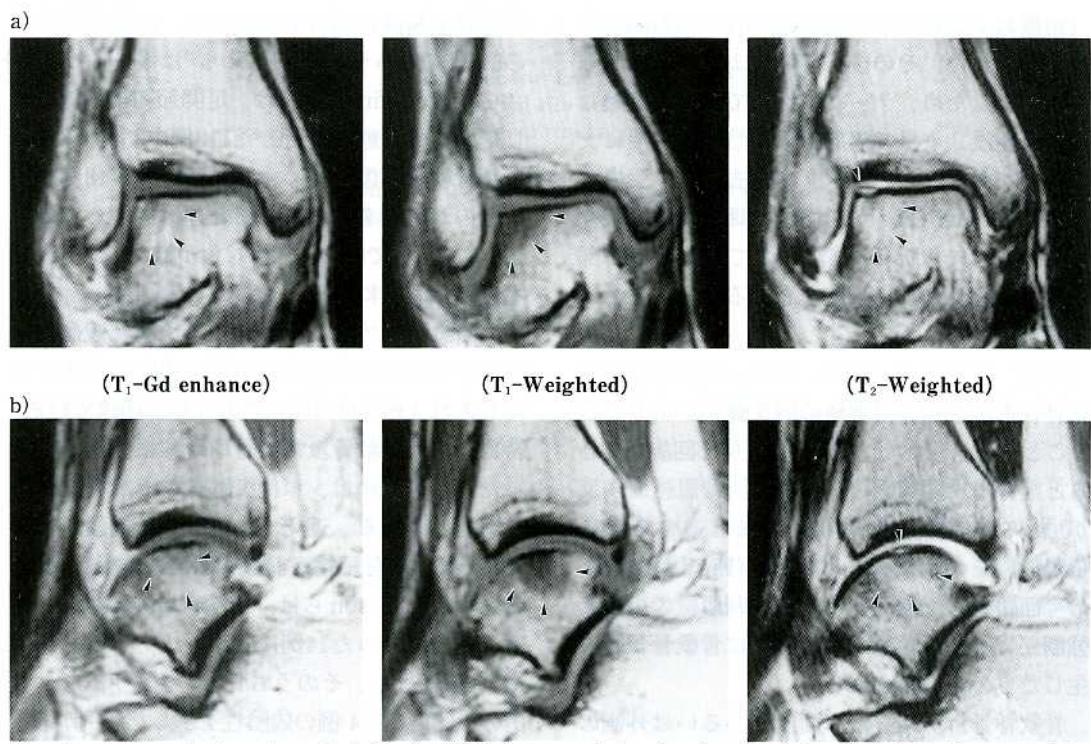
a-coronal view, b-sagittal view) MRI shows an intensity change of the anterolateral aspect of the talar dome and the soft tissue of the distal side of the fibula.
